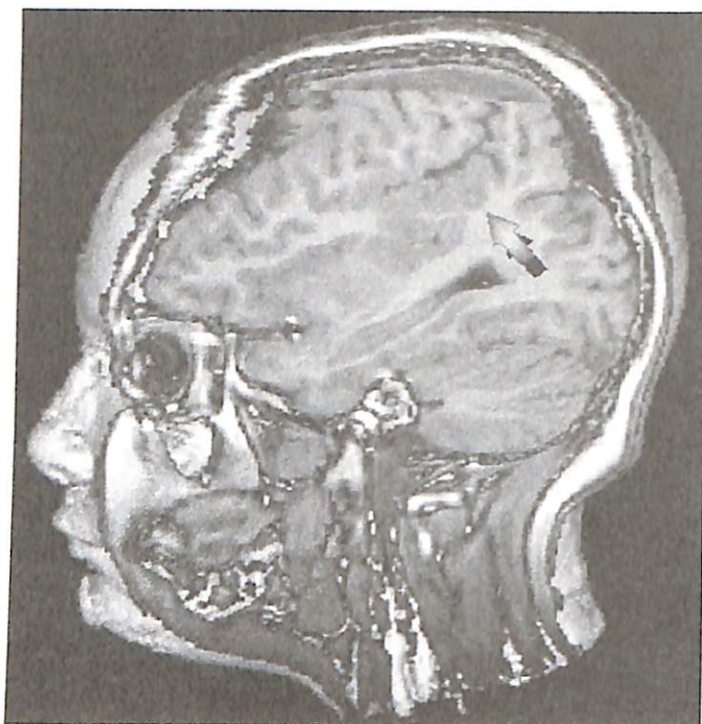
Imagen 3-D de RM craneal en proyección sagital de un paciente con posible Trastorno Específico del Desarrollo del Lenguaje (TEDL) escrito. La imagen posibilita objetivar una displasia cortical en la porción posterior de la cisura de Silvio del hemisferio izquierdo (flecha). Dicha zona corresponde a una región cortical implicada en el aprendizaje de la lecto-escritura.
